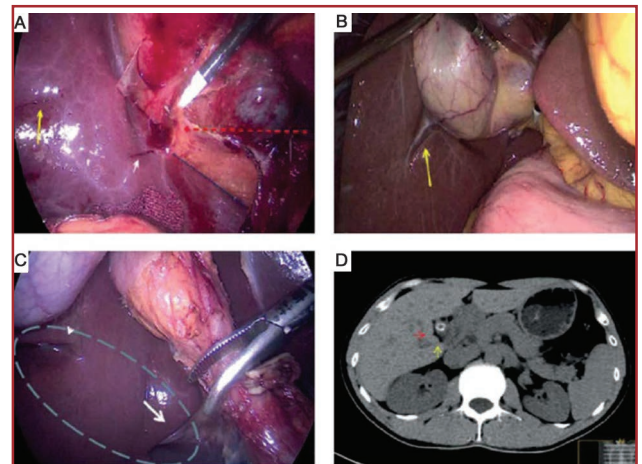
Фальшива RS: А, В) крихітна щілина (біла стрілка) тягнеться від дугового вирізу правої задньої ніжки печінки (чорна лінія); важко сказати, до якого типу вона належить. Червона пунктирна стрілка вказує на розріз заднього трикутника жовчного міхура, що належить до початкової лінії. Жовті стрілки вказують на додаткову щілину, а її кінчик не вказує на ворота печінки і не відходить від правої задньої печінкової ніжки. Це може призвести до неправильної оцінки хірургом; C, D) інтраопераційні дані та КТ того самого пацієнта; довга біла стрілка показує відкритий тип RS, який також можна спостерігати на КТ (жовта стрілка), у той час як додаткову тріщину (коротка біла стрілка) також можна спостерігати на КТ (червона стрілка). КТ показує праву задню ніжку печінки на дні RS, але немає ніжки в додатковій щілині. Ділянку, схожу на пагорб, позначено синьою пунктирною лінією з правого боку жовчного міхура, також можна побачити на КТ ([21], відкритий доступ)
